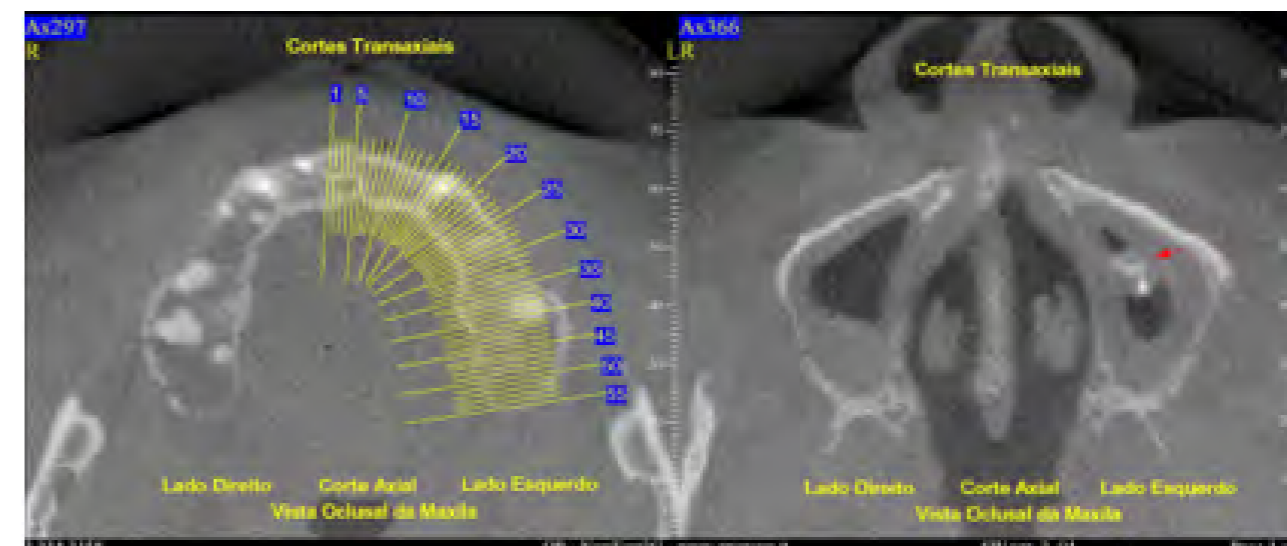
Tomografia corte axial da maxila seta vermelha mostra uma imagem hiperdensa sugestiva de uma raiz residual
